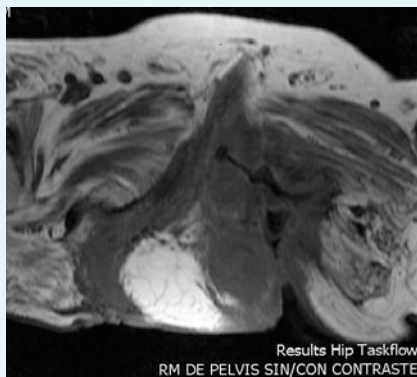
RM corte axial: trayecto fistuloso de isquión I a piel
